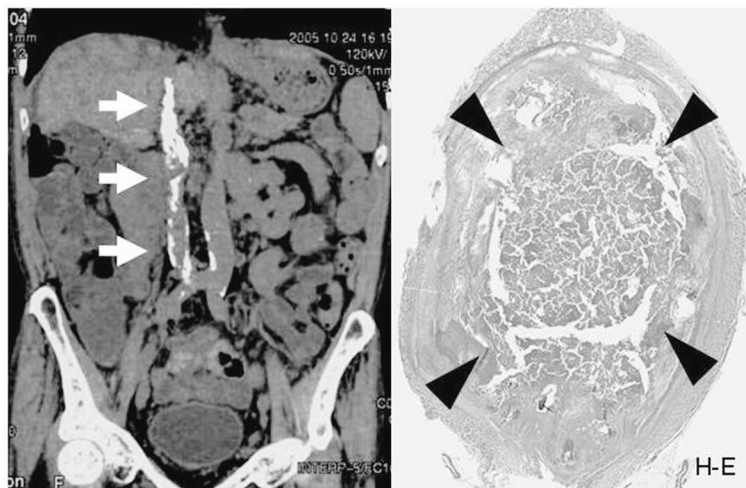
左:CT 多断層構築法にて下大静脈全長の閉塞（白矢印）を認めた．右:下大静脈の組織標本にて血栓性閉塞（黒矢頭）を認めた．
